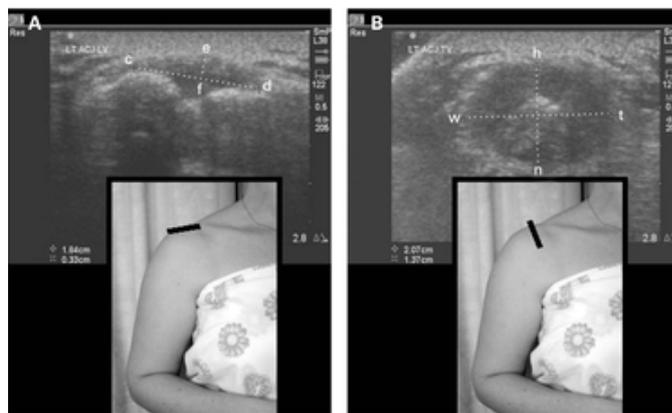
Vista longitudinal estándar de la articulación acromioclavicular con ecografía. Fuente: Rozín AP⁸.
